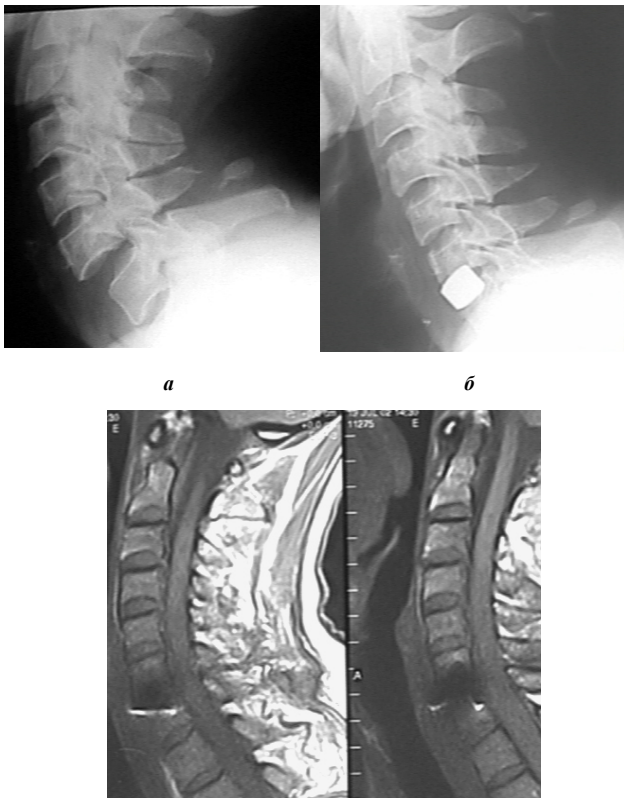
а — рентгенограмма пациента Ч. до операции, б — рентгенограмма пациента Ч. после операции, в — контрольная магнитно-резонансная томография
